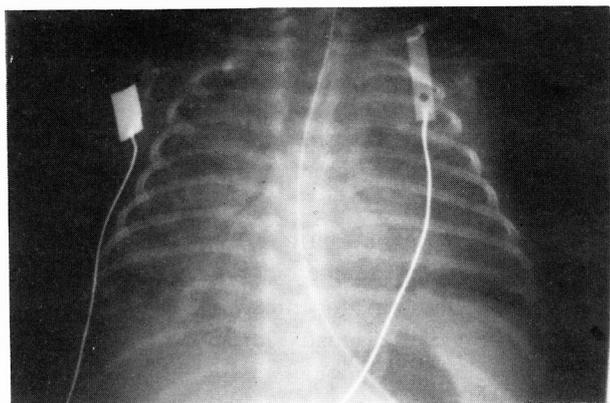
Radiografia do tórax na 5.ª semana de vida: opacidade em toalha a nível de ambos os campos pulmonares, com broncograma aéreo, condicionando apagamento dos contornos do mediastino e do hemidiafragma direito.
